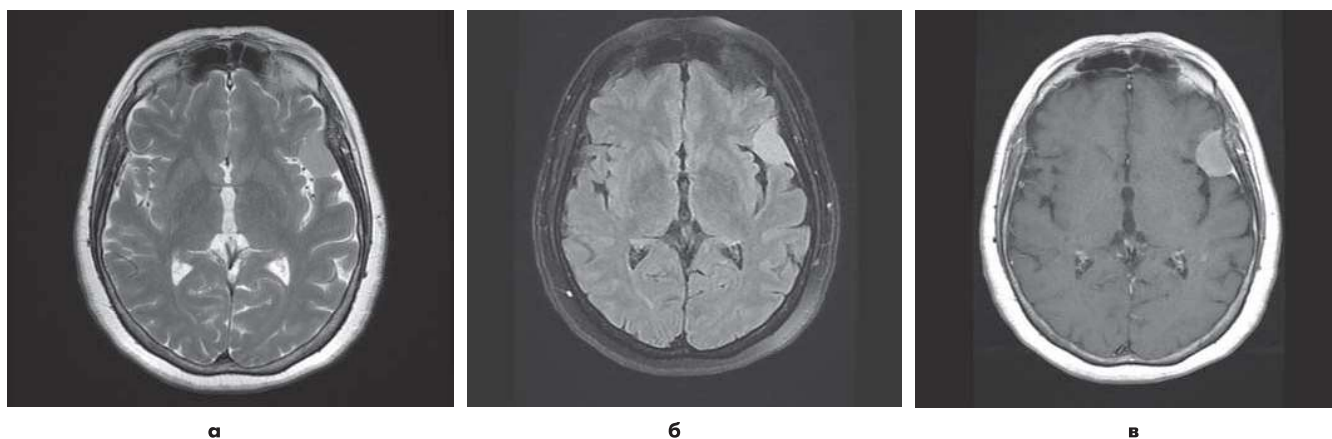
Конвексительная менигиома левой птериональной области. На аксиальных МР-изображениях, выполненных в режимах T2 (а), T2-FLAIR (б), в левой лобно-височной конвексительной области определяется симптома ликворной щели. На T1-взвешенном изображении (в) после внутривенного контрастного усиления менигиома четко визуализируется благодаря выраженному контрастированию. Дополнительно выявляется симптом «хвоста»- изменение прилежащей твердой мозговой оболочки.
